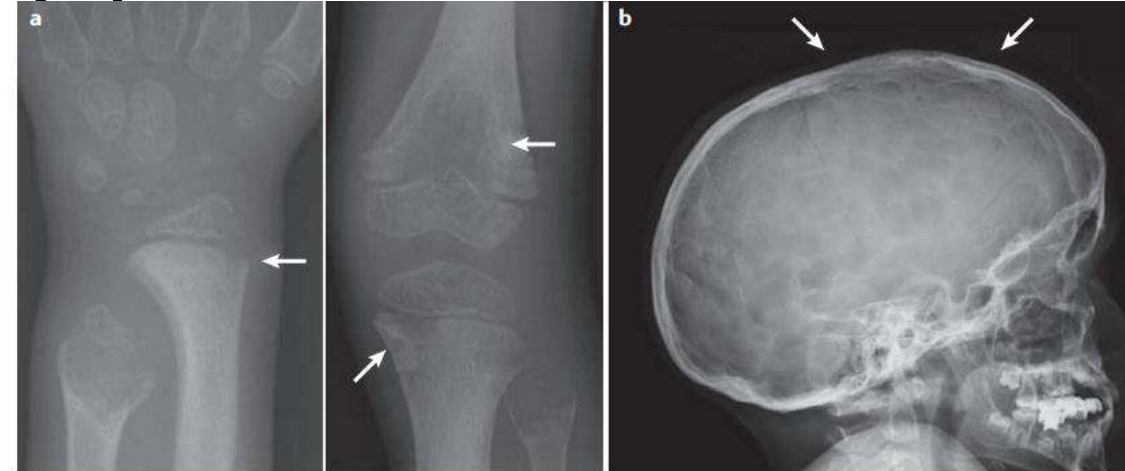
Childhood hypophosphatasia. a | Radiographs of a 3-year-old girl showing characteristic changes of childhood hypophosphatasia, which include 'tongues' of radiolucency (arrows) projecting from physes into metaphyses at the left wrist (left panel) and left knee (right panel). Marked hypomineralization of the metaphyses of the distal ulna and the proximal fibula are also evident. b | Lateral radiograph of a 9-year-old boy showing an elongated (dolichocephalic) skull with the 'beaten-copper' appearance characteristic of pan-suture closure. A craniectomy site (arrows) is filling-in with bone. Wide pulp chambers in his teeth are consistent with the dental complications of hypophosphatasia.
